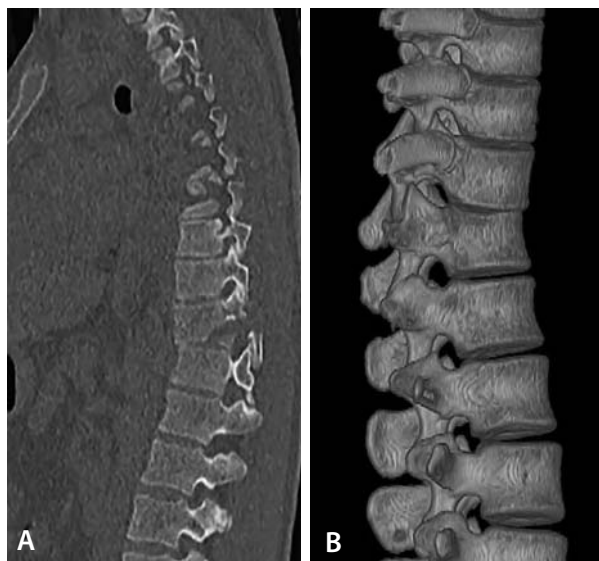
A: corte sagital de TC das colunas torácica e lombar, com evidência de fratura em distração de T11; B: exame do mesmo paciente após a reconstrução tridimensional de imagem.
